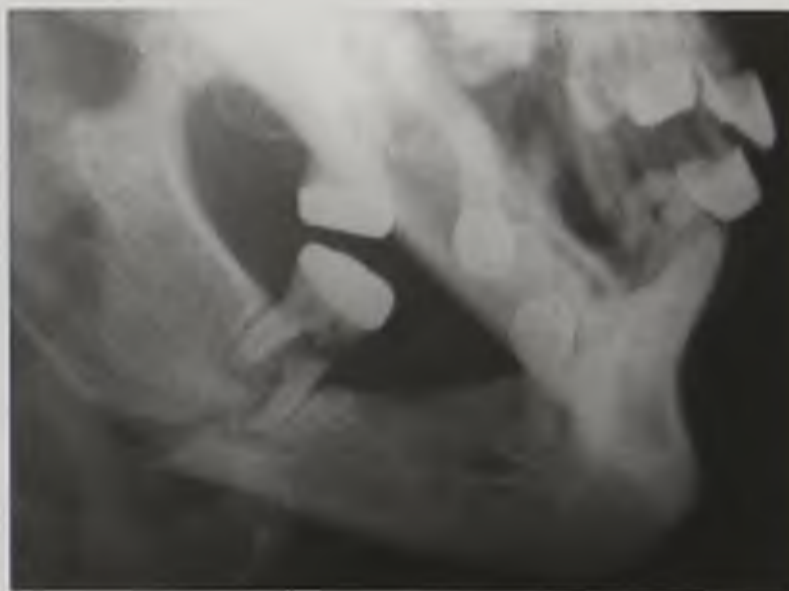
Рентгенограмма нижней челюсти. Перелом тела нижней челюсти с переломовывихом зуба
